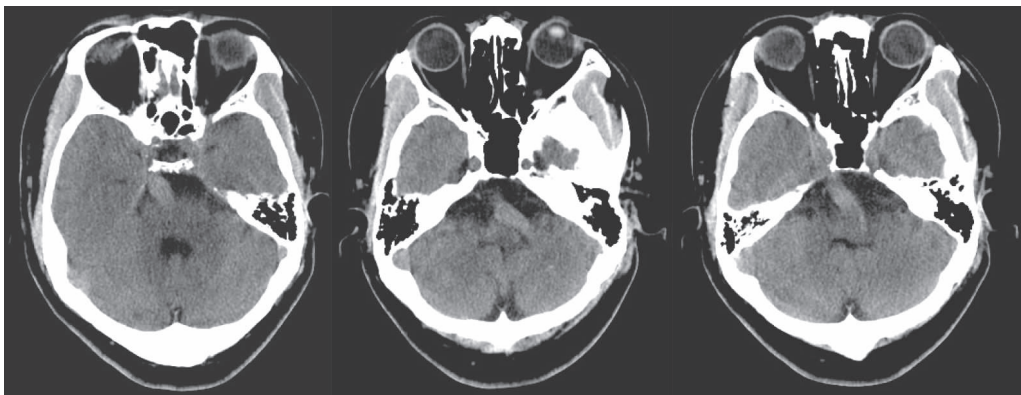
颅脑 CT 示脑桥腹侧条索样粗大血管影,脑干受压,增粗的基底动脉直径约 1.2 cm
